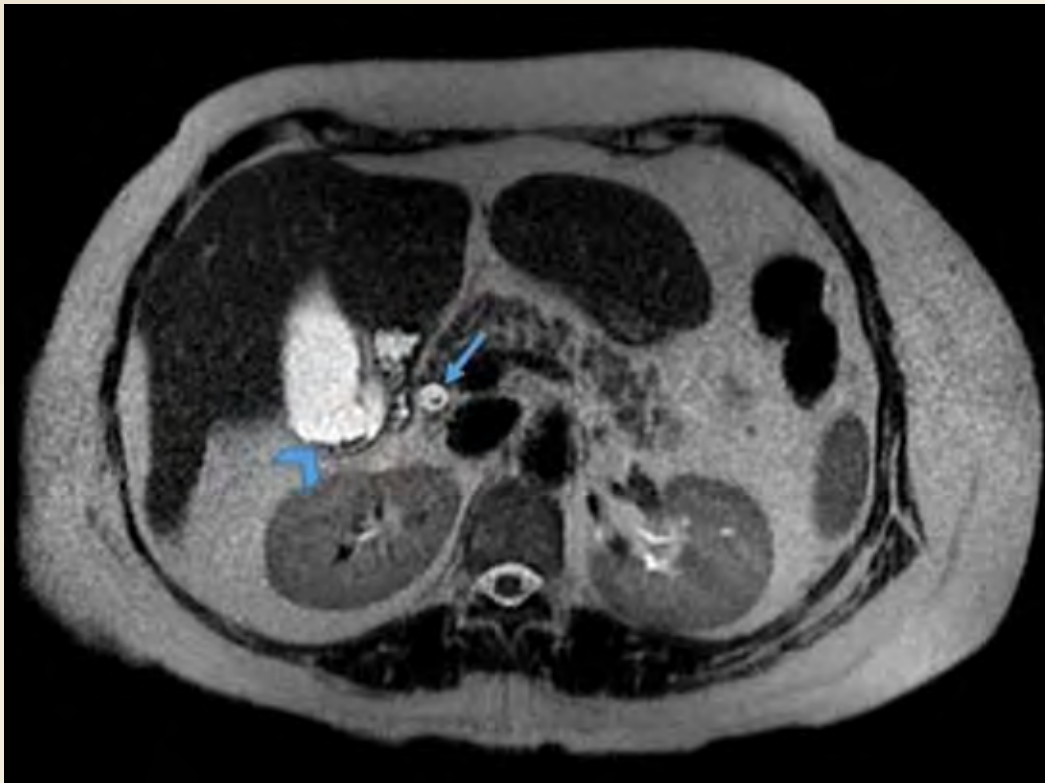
Resonancia magnética en T2 axial muestra ausencia de señal (flecha) en colédoco distal así como a nivel del cuello de la vesícula biliar (punta de flecha).
